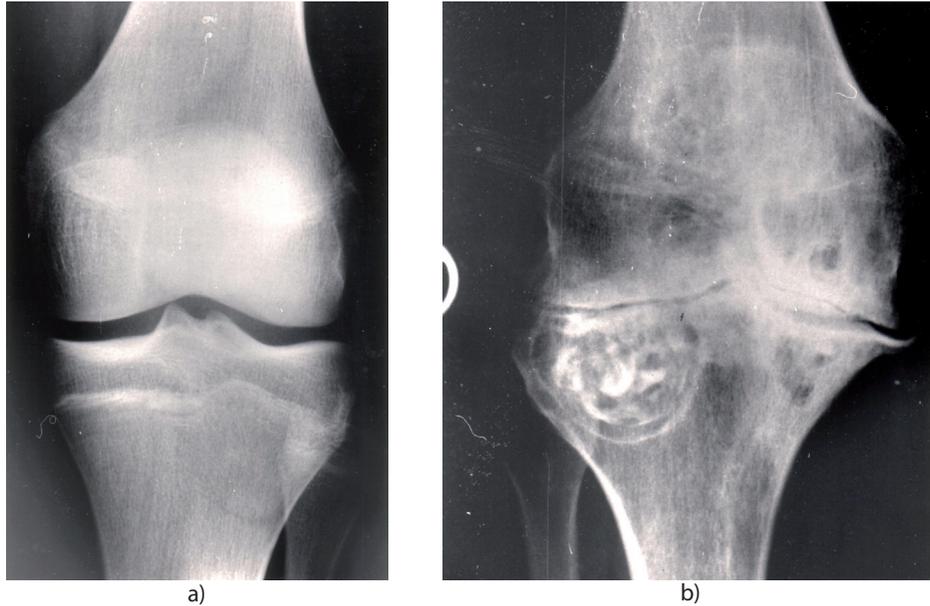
Röntgenaufnahmen von Kniegelenken Hämophiler.
